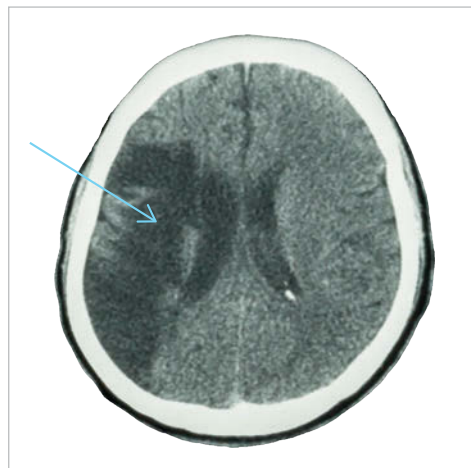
Geschädigter, minderdurchbluteter Teil im CT eines ischämischen Schlaganfalls
